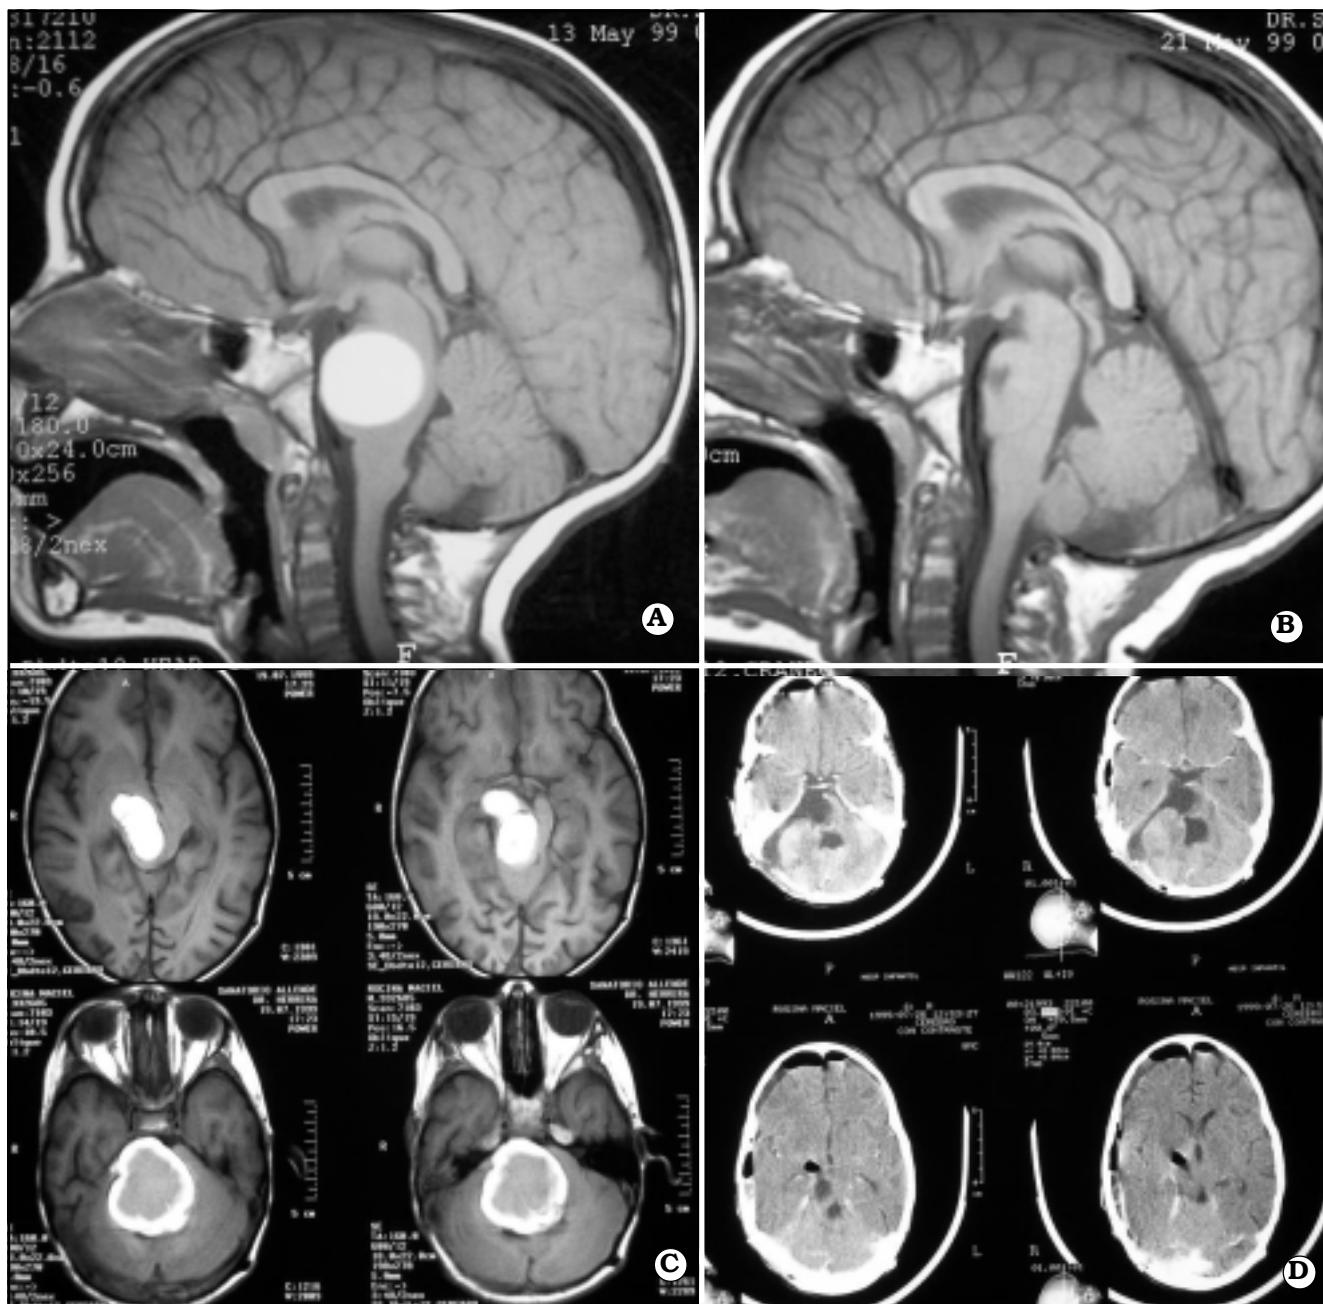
A. IRM prequirúrgica mostrando un gran hematoma pontomesencefálico. B. IRM postquirúrgica. C. IRM mostrando el resanguado. C. TAC después de la segunda cirugía.
